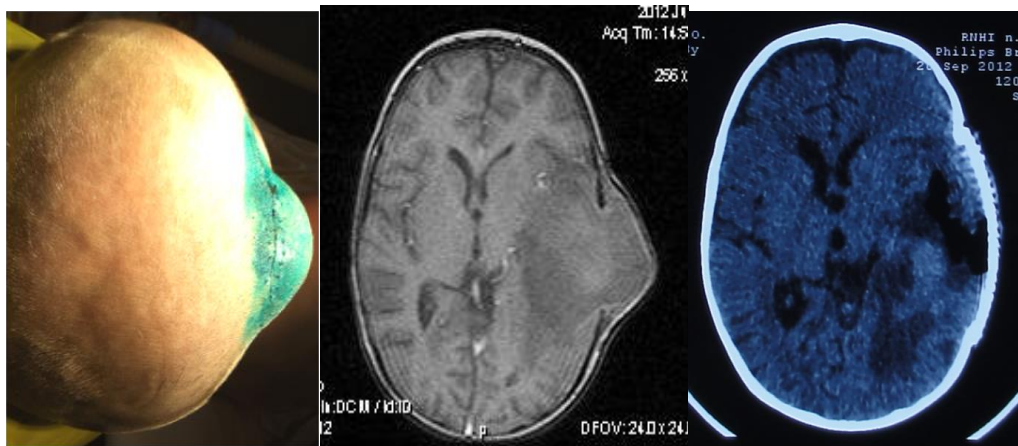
Фото, МРТ и СКТ пациента Л., 3 лет с Дз: продолженный рост ЭО левой височной и теменной долей. По месту жительства была выполнено частичное удаление опухоли и декомпрессивная трепанация. Повторная операция проводилась с использованием дополнительной краниотомии и была завершена аллокраниопластикой
